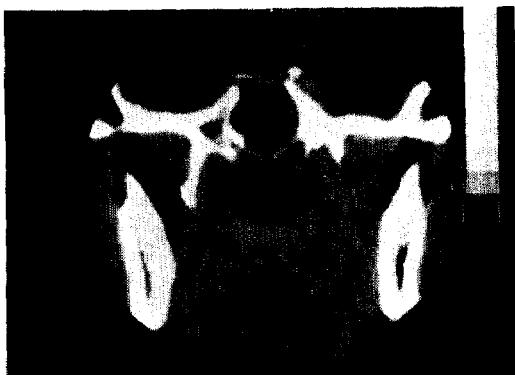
This PNS coronal CT scan shows expansive & well-demarcated homogenous lesion in the right sphenoid sinus which extended to the left sphenoid sinus(arrow).
